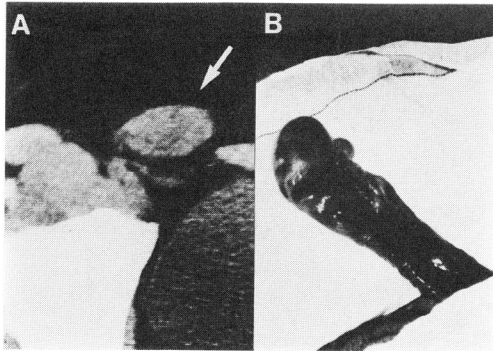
A, CT scan shows dislocated rt. testis (arrow). B, Tunica vaginalis was ruptured, but spermatic cord shows normal appearance.
